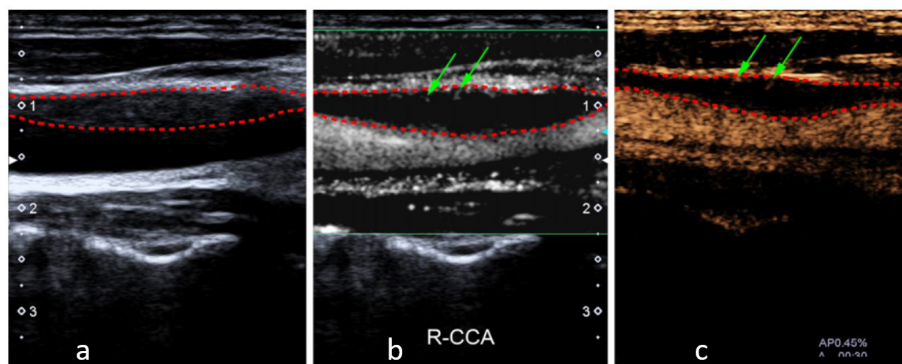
Badanie USG tętnicy szyjnej wspólnej wykonane głowicą liniową PHILIPS LUMIFY. Obraz w powiększeniu [41]
